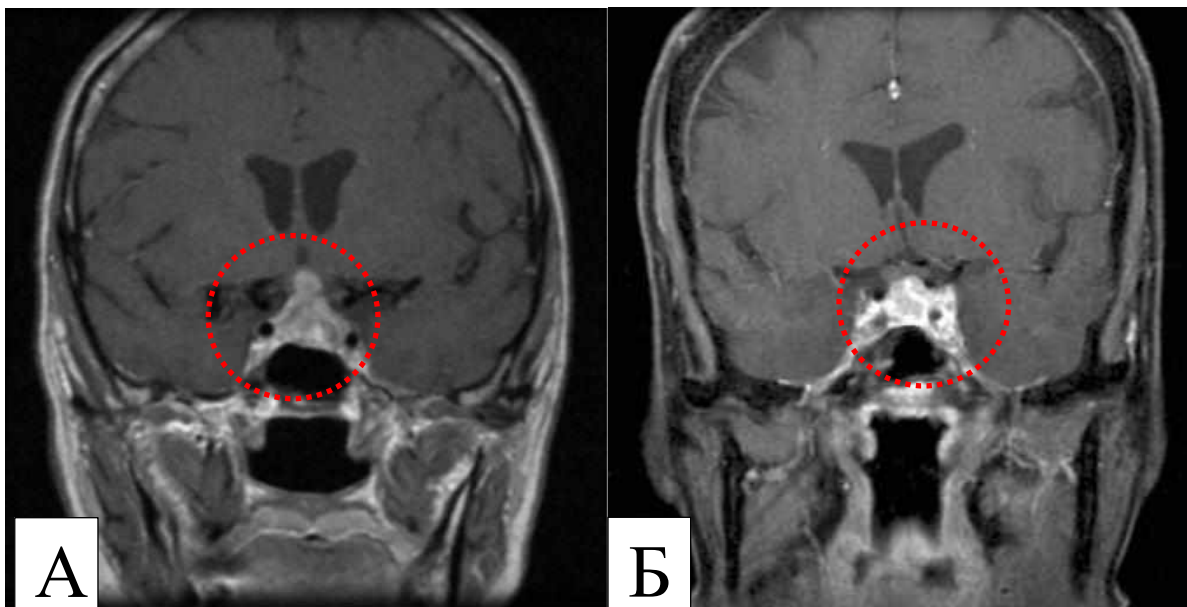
МРТ головного мозку з контрастною речовиною. Метастази в гіпофіз
